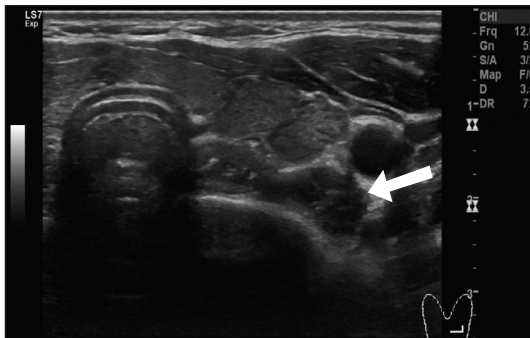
Preoperative ultrasound findings. Esophageal diverticulum (arrow) under the left thyroid was found.
